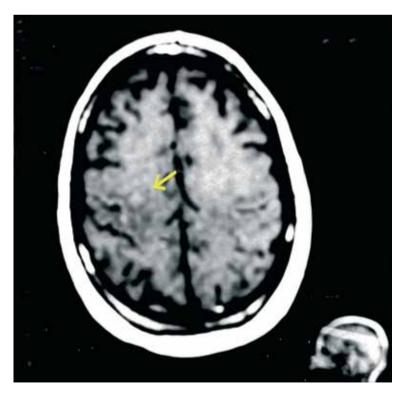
Ressonância magnética do encéfalo, em T2, no plano axial, demonstrando áreas de hipo-sinal em substância branca cerebral (seta amarela).
